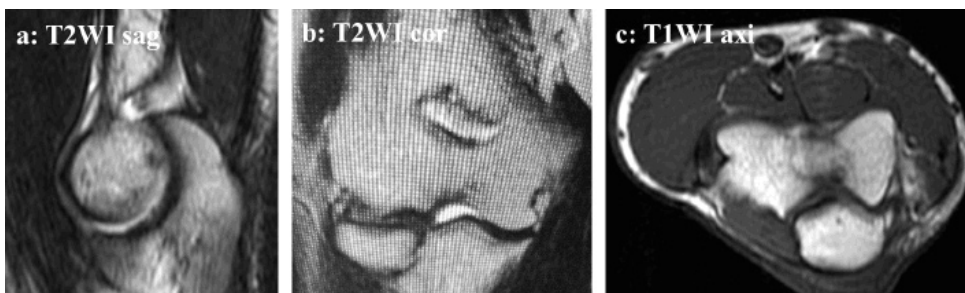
術後1年6か月のMRIでは、病変部の輝度変化は術前より明らかに改善していた。(a : T2WI sagittal, b : T2WI coronal, c : T1WI axial)
